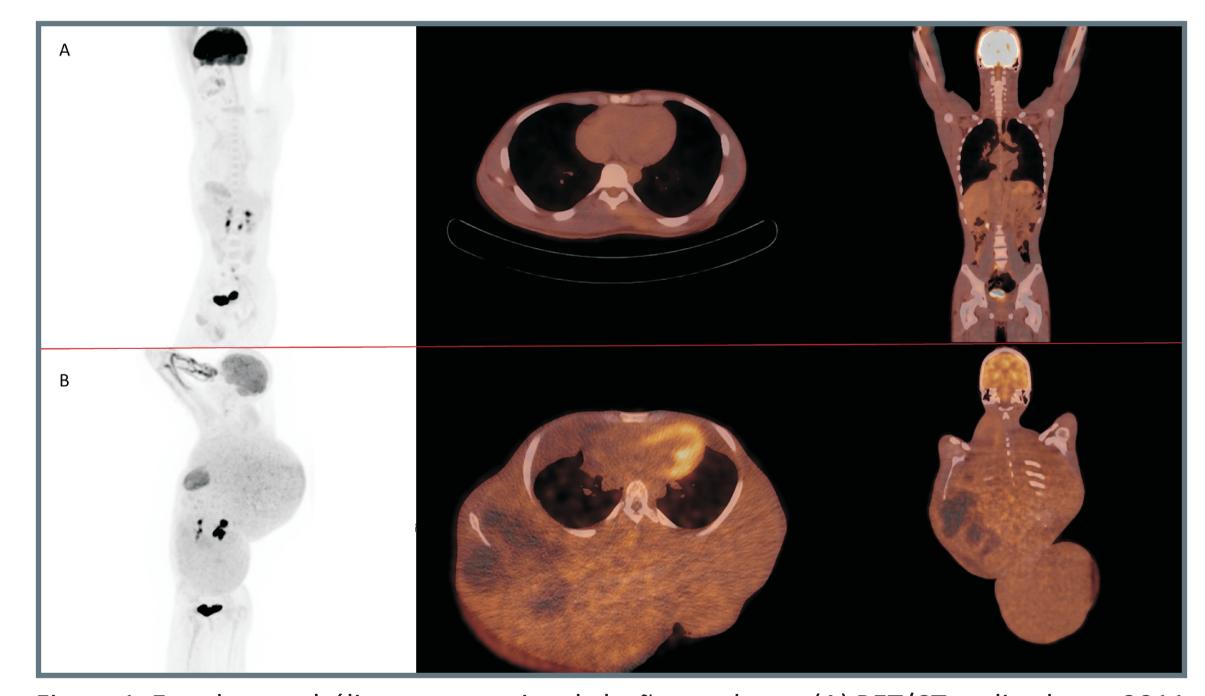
Estudo metabólico comparativo da lesão em dorso: (A) PET/CT realizada em 2011, no qual se evidencia tênue hipermetabolismo glicolítico heterogêneo em tecido paravertebral à esquerda; (B) Reavaliação com PET/CT em 2017 mostra aumento heterogêneo da dimensão e do metabolismo glicolítico em formações expansivas confluentes e lobuladas no dorso.
